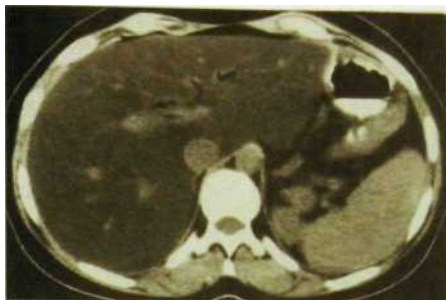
136. Компьютерная томограмма печени. Жировой гепатоз: низкая плотность печеночной ткани.
